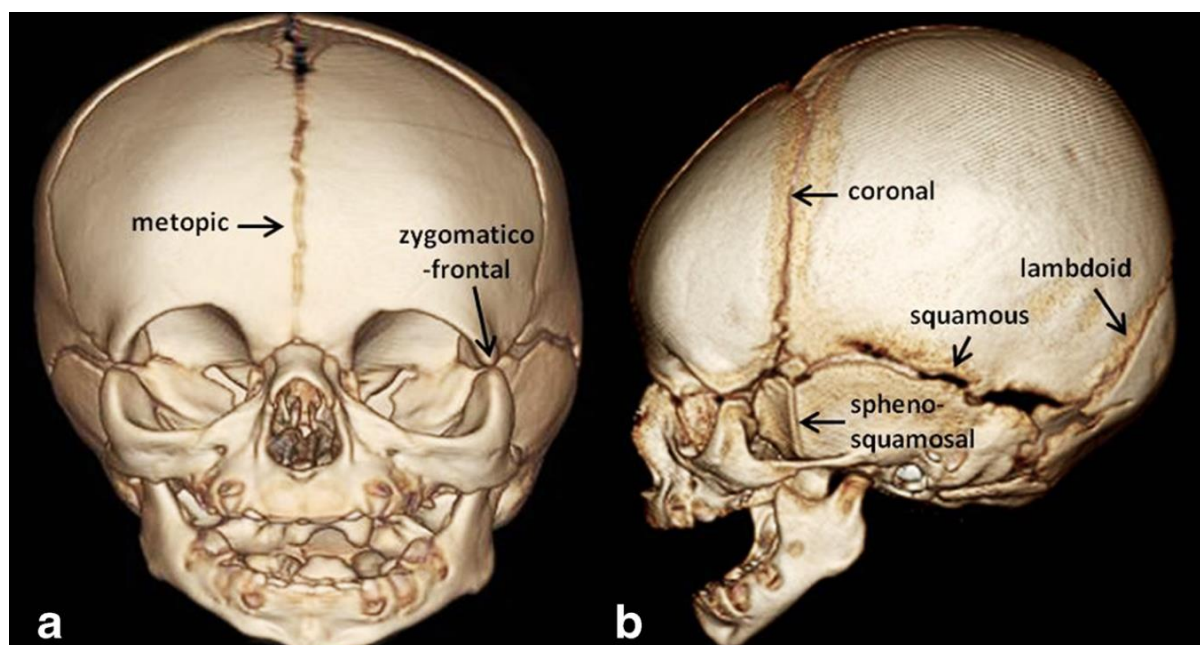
Suturas da calvária evidenciadas em tomografia computadorizada de crânio com reconstrução 3D.
